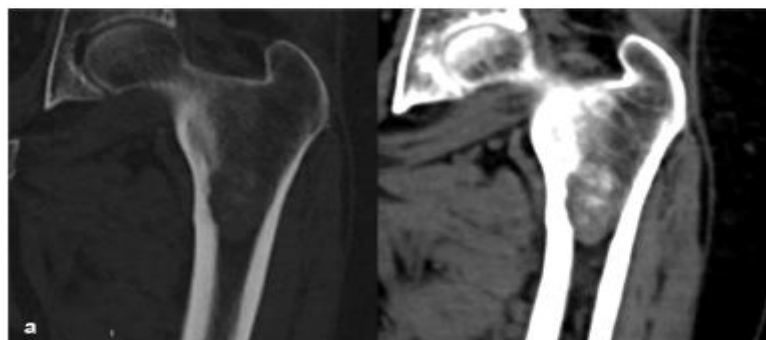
Métastase d'un cancer bronchique. TDM en coupe coronale, en fenêtre osseuse
